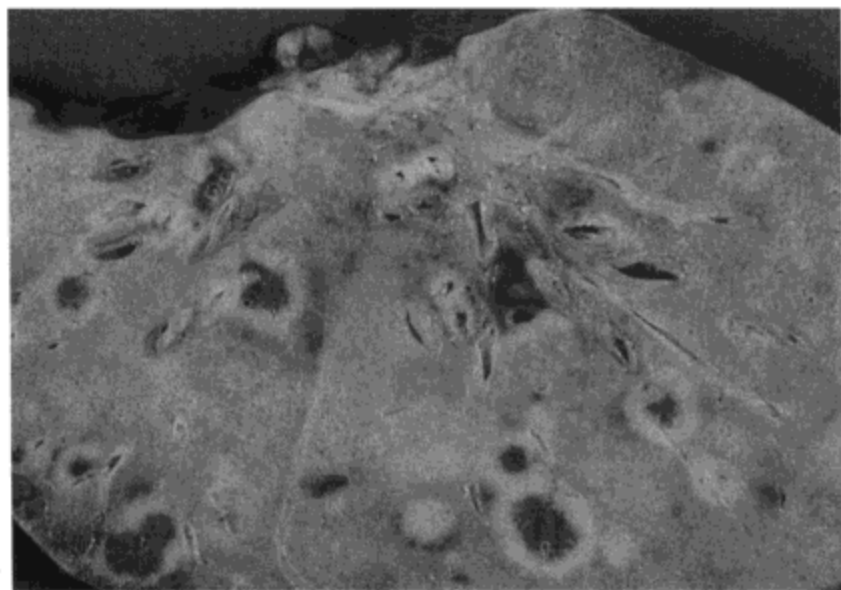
移植术后淋巴增生性疾病。A: 高分辨率CT影像示右肺上叶数个结节与局灶性实变及磨砂玻璃样密度区。注意右肺上叶内一些结节周围环绕有磨砂玻璃样密度晕。左肺上叶内有两个小结节(箭号)。B: 尸检右肺上叶横切面示数个结节, 伴出血造成的暗色核, 环绕以浅色的晕。镜下检查显示晕是由密集程度较低的相邻肺实质内恶性细胞浸润造成的。C: 光镜显微照片示高分级淋巴瘤, 具有浆细胞样外观, 符合B-细胞分化。
